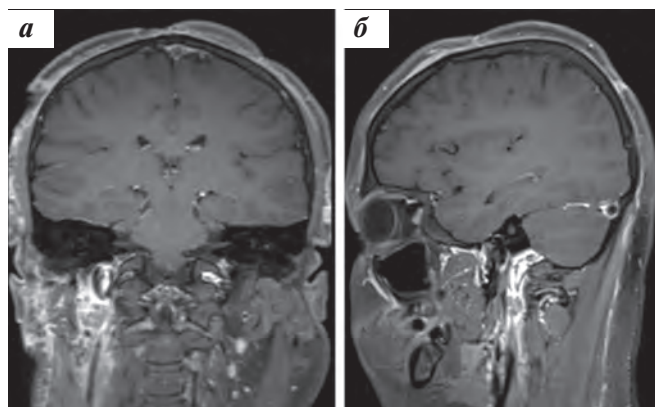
Собственные результаты послеоперационной МРТ пациента Г., 16 лет, с диагнозом: «Неклассифицируемая карцинома волосистой части кожи головы, метастатическое поражение ЛУ шеи с 2 сторон. Стадия T4N1M0. IIIb»: а – в режиме T1 после введения контрастного препарата во фронтальной проекции; б – в режиме T1 после введения контрастного препарата в сагитальной проекции
